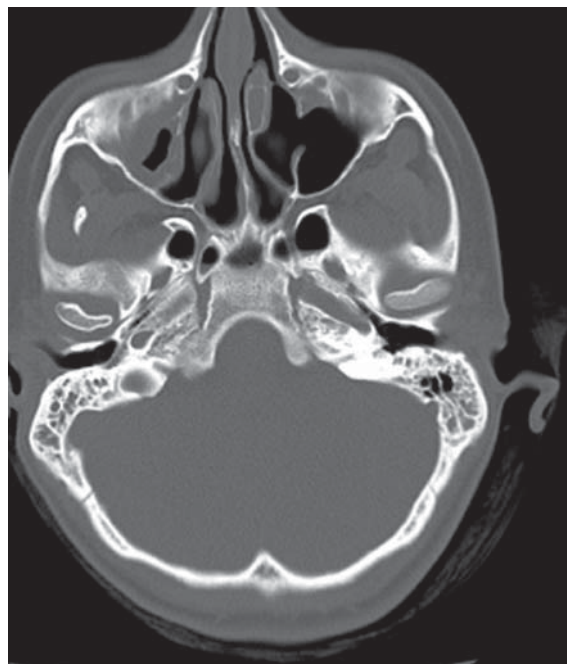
КТ придаточных пазух носа. Правая верхнечелюстная пазуха субтотально заполнена неоднородным мягкотканым субстратом. В левой верхнечелюстной пазухе отмечается пристеночное утолщение слизистой оболочки
